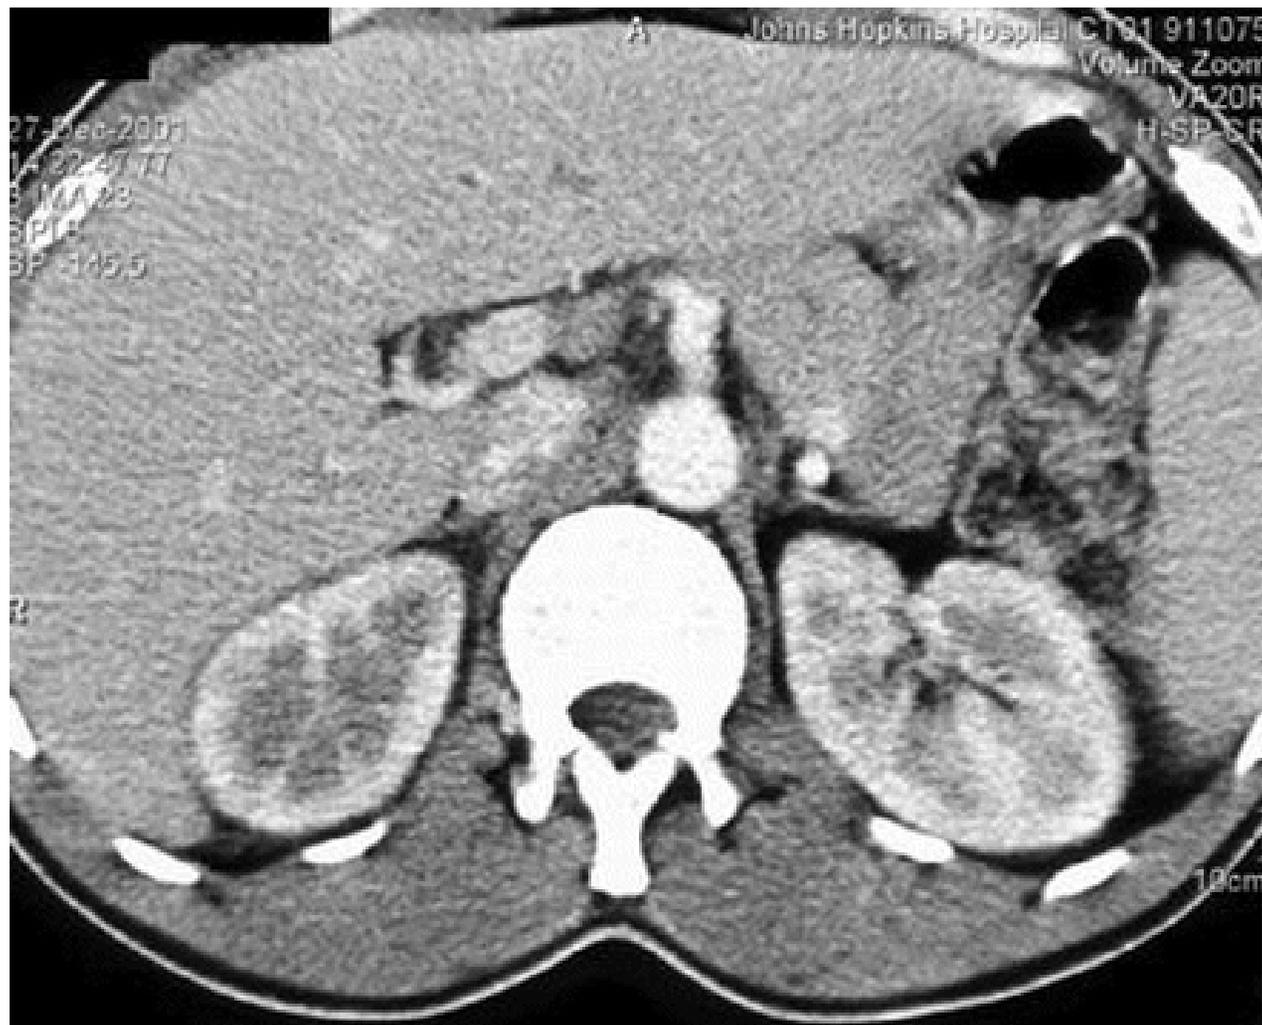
Tomografia computadorizada de abdome.
